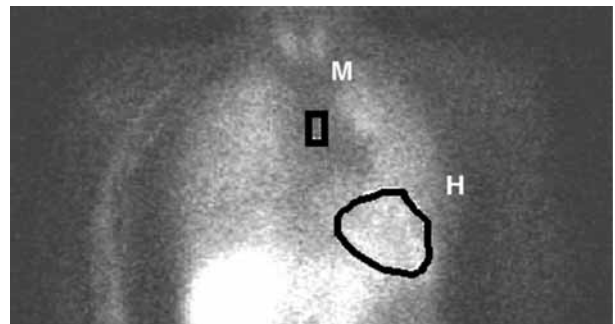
H/M ratio in $^{123}\text{I-MIBG}$ myocardial scintigraphy
